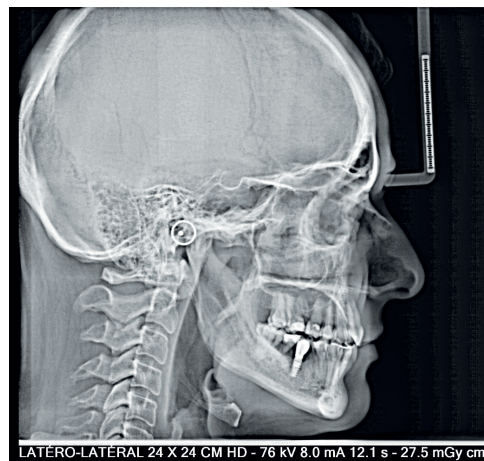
télé radiographie de profil
